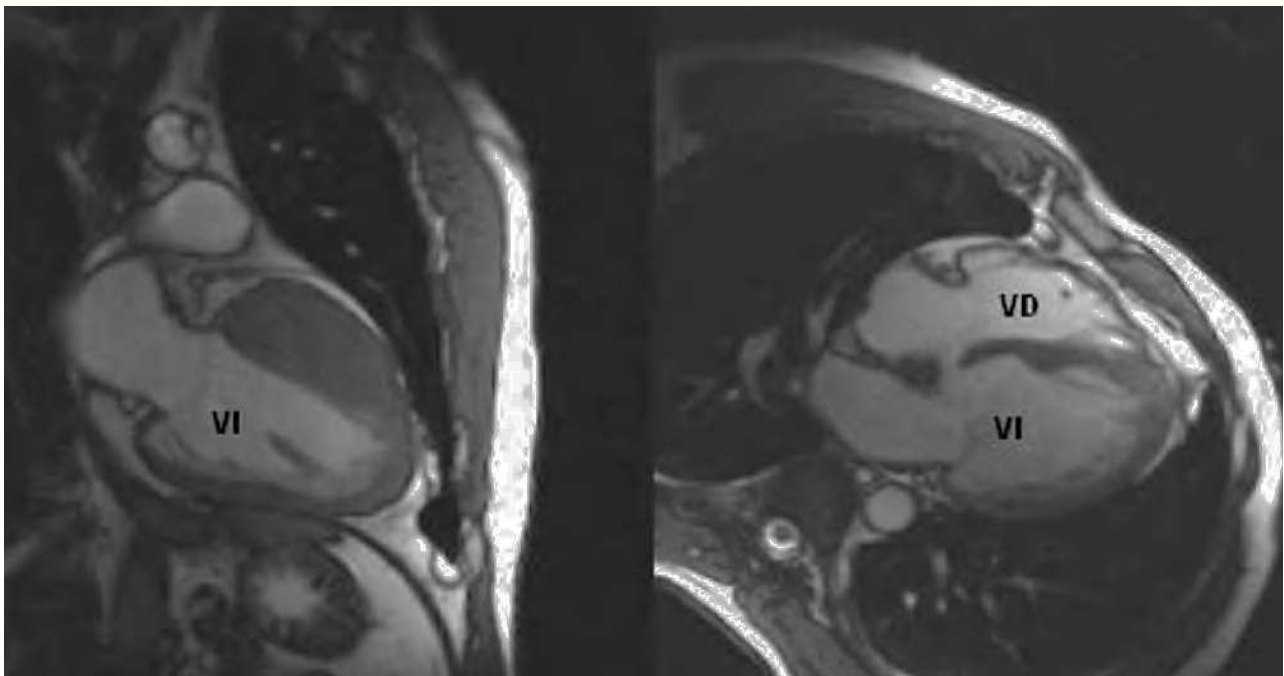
Imagen de cine. Resonancia magnética (RM) en dos cámaras, donde se observa una hipertrofia de la pared anterior (izquierda). RM en cuatro cámaras, no se observa la hipertrofia ya que en este plano se ve la pared lateral y el tabique interventricular posterior del ventrículo izquierdo y del ventrículo derecho (derecha).
